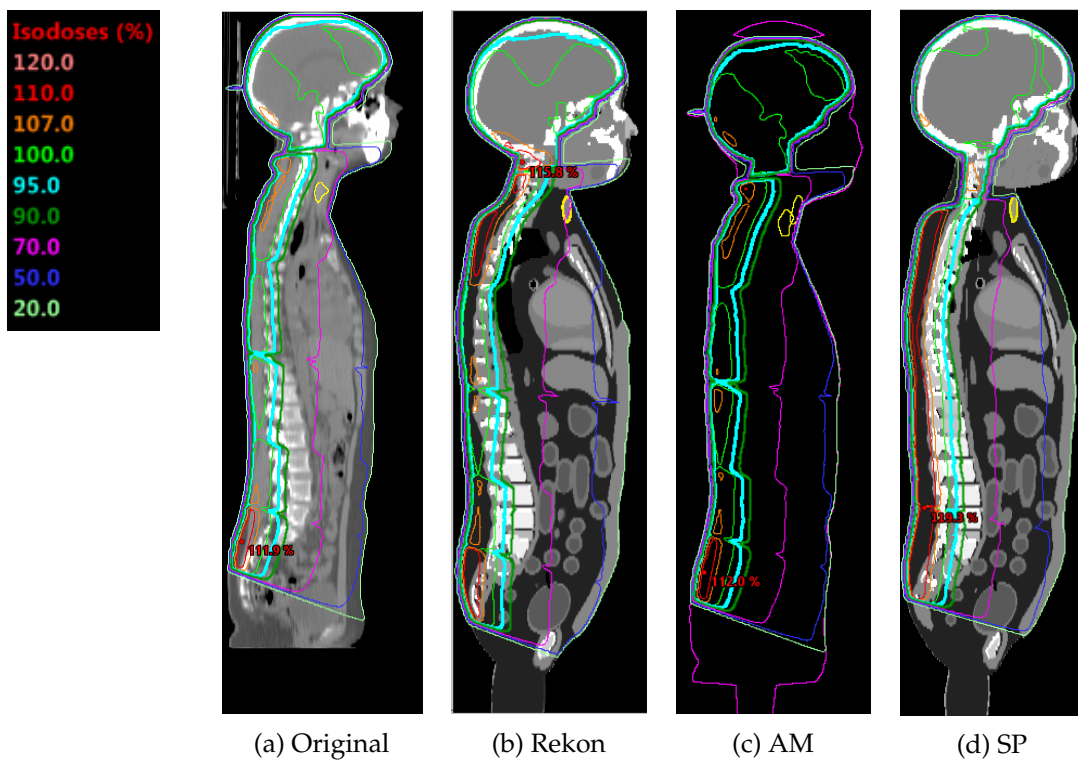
Gegenüberstellung der realen Dosisverteilung eines HIT-2000-Studienpatienten auf dem originalen Patienten-CT-Datensatz (a) mit den aus den verschiedenen Dosisrekonstruktionsmethoden resultierenden Dosisverteilung. Die durch die patientenindividuelle Bestrahlungsplanrekonstruktion (b) sowie die durch den Standardplan (d) berechnete Dosisverteilung sind auf den am besten zum Studienpatienten passenden UF-Phantomdatensatz dargestellt. Die vom Analytischen Modell simulierte Dosisverteilung (c) ist auf dem fusionierten Patienten-UF-Phantom-CT-Datensatz zu sehen. In gelb ist jeweils das Risikoorgan Schilddrüse eingezeichnet.
